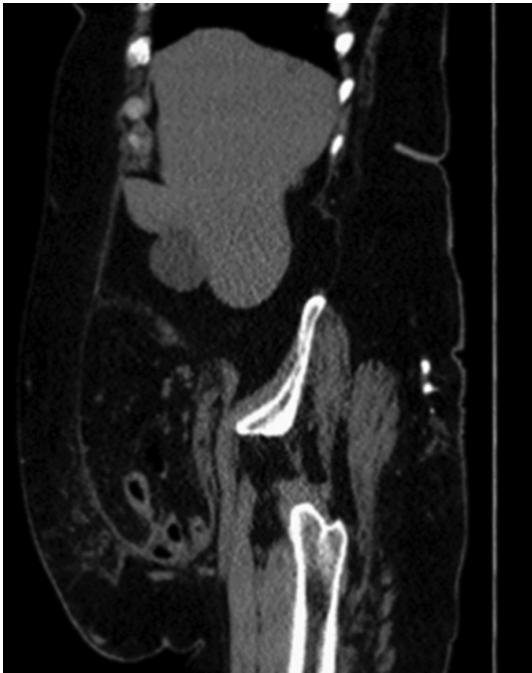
Tomografía computarizada simple de abdomen, corte sagital.
